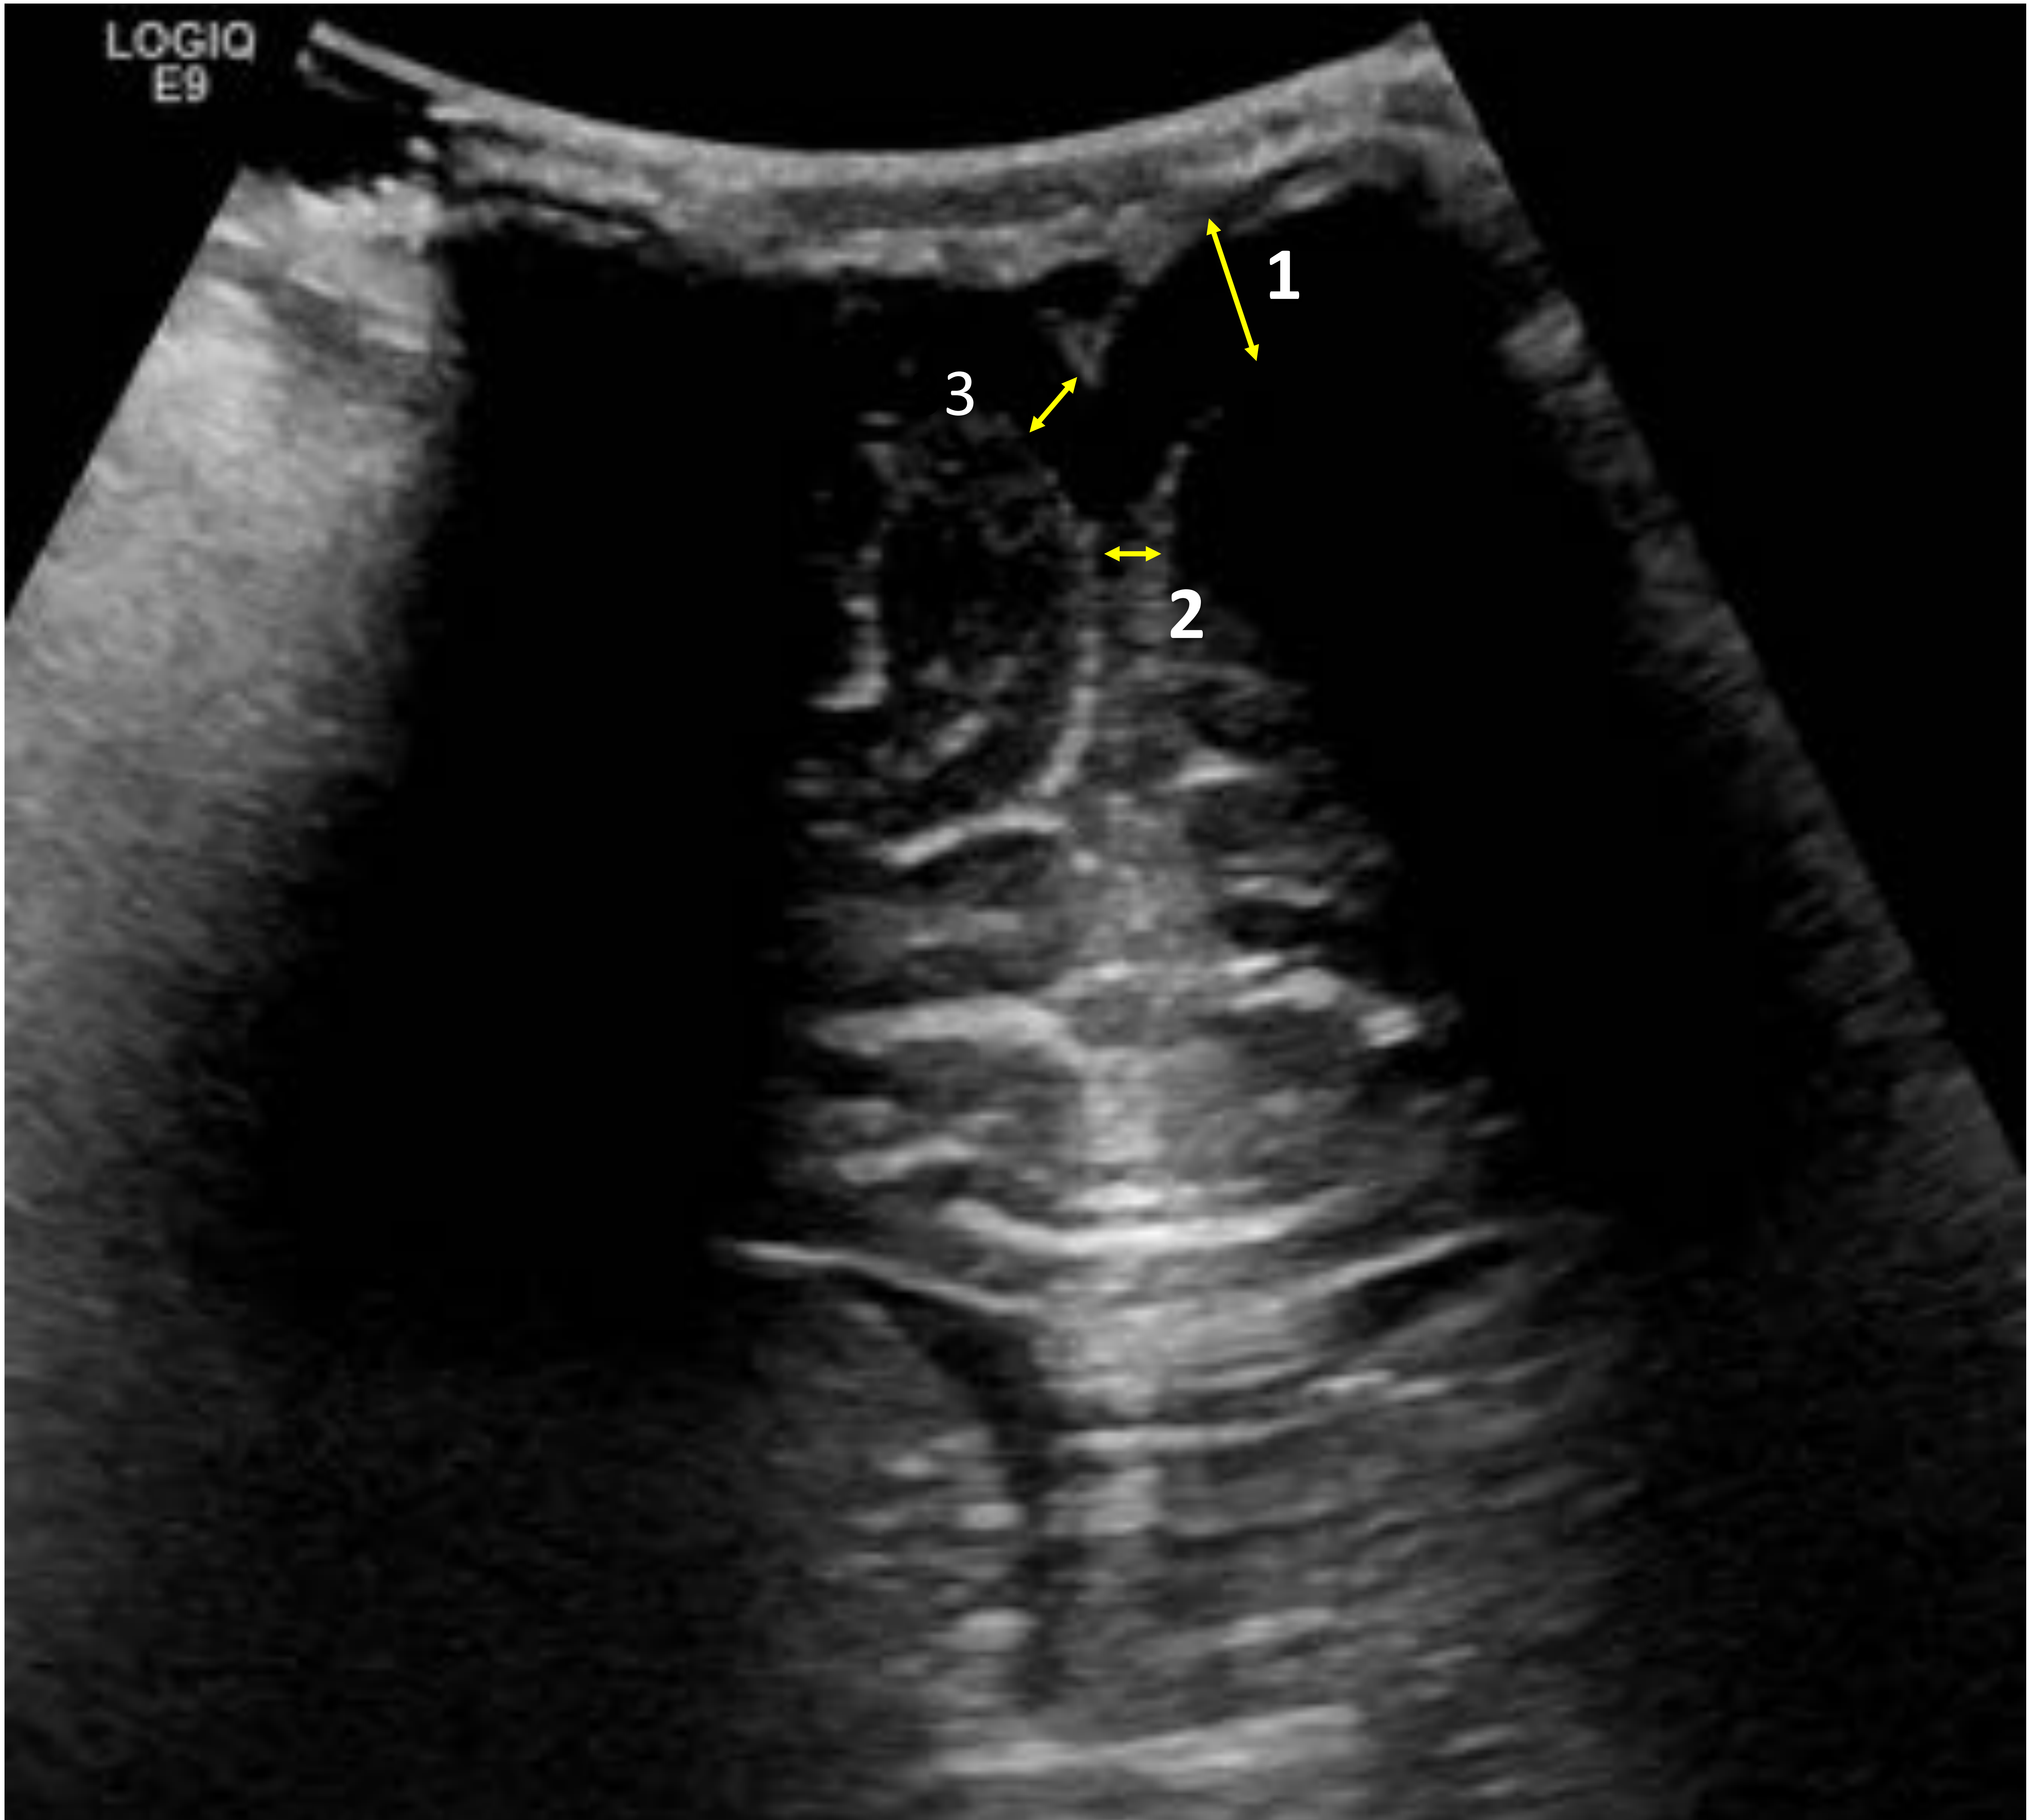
Ecografía transfontanelar, corte coronal
